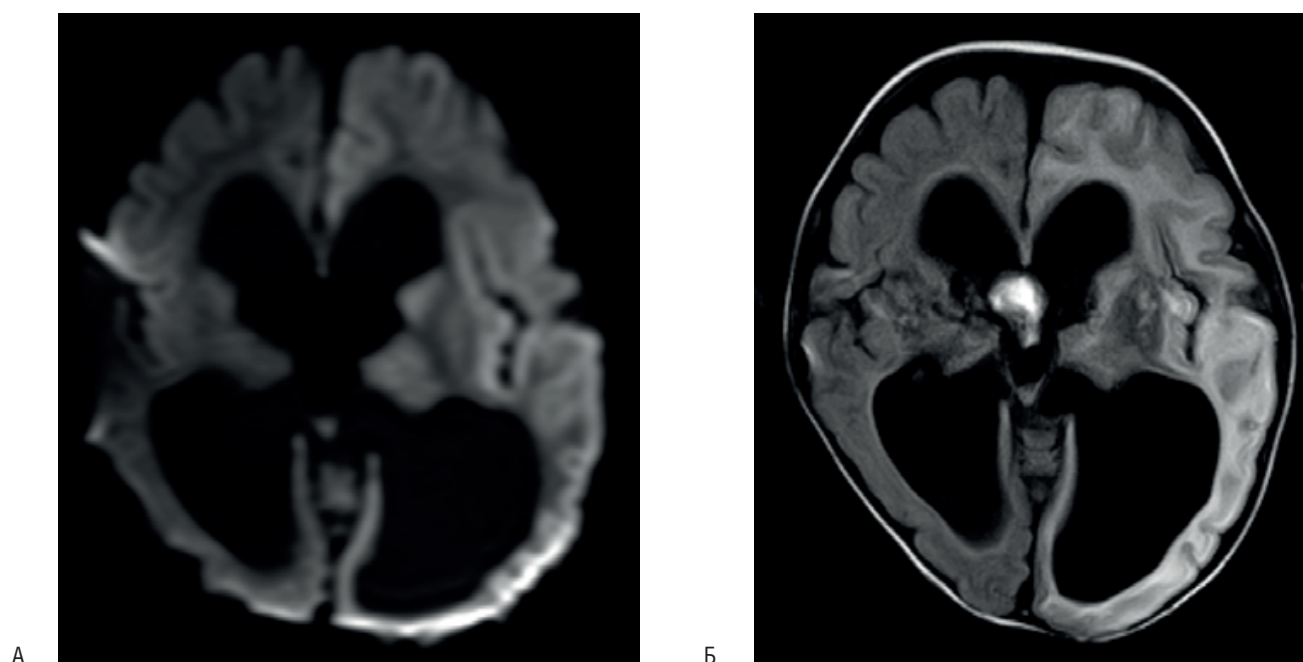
Пациентка 4. Виктория Х. МРТ (А – DWI, Б – FLAIR) инициальная стадия ННЕ, 14-й день после начала эпилептического статуса. Признаки отека левого полушария: обширные участки гиперинтенсивного сигнала.
